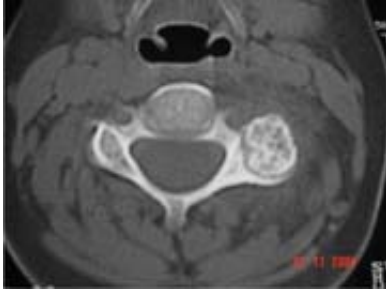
Vista transversal de osteoma osteoide por TAC.
